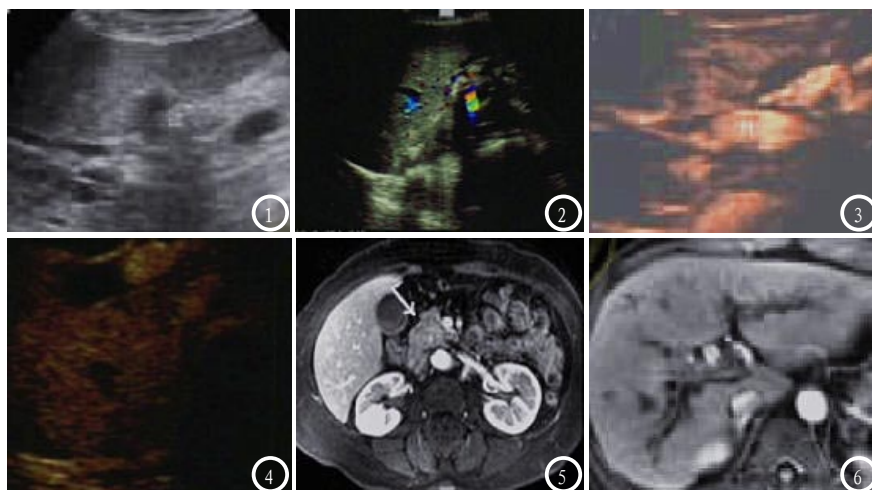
肝门部胆管癌常规超声显示病灶呈低回声; 图2 肝门部胆管癌彩色多普勒超声检查示病灶内未见血流信号; 图3 肝门部胆管癌CEUS示动脉期呈高增强; 图4 肝门部胆管癌CEUS示延迟期呈低增强; 图5 肝门部胆管癌增强MRI示动脉期呈高增强; 图6 肝门部胆管癌增强MRI示动脉期呈高增强。
